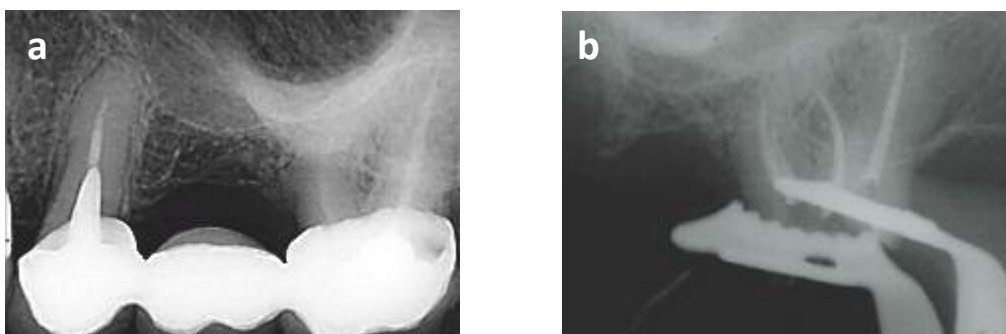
Radiographie rétro-alvéolaire.
